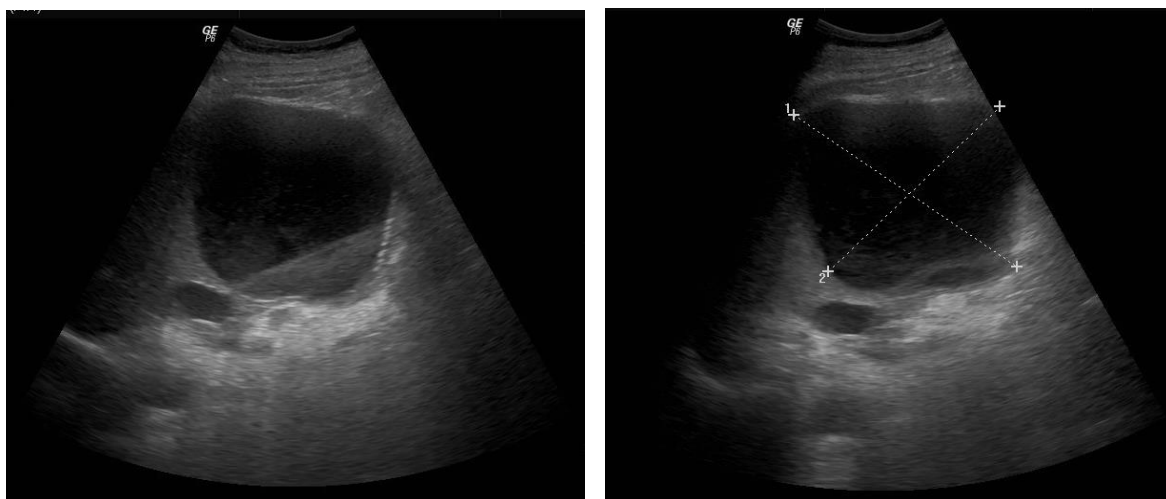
Ecografia abdominal evidenciando volumoso quisto com conteúdo heterogêneo e nível líquido-líquido
